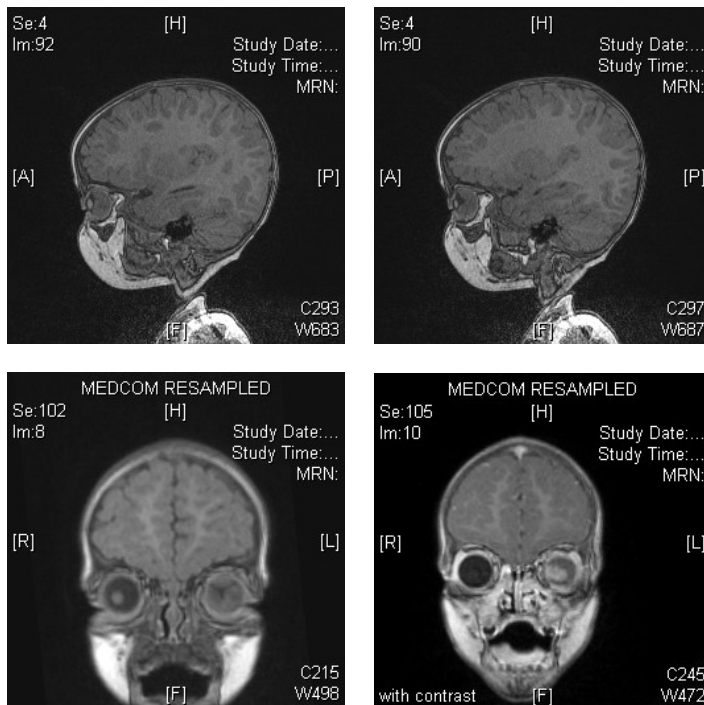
Imagen de resonancia magnética de retinoblastoma
